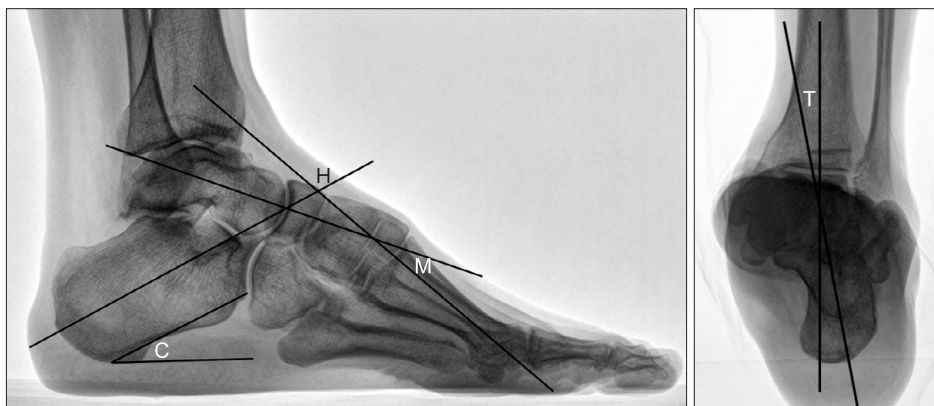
Plain weight bearing lateral radiograph shows the Meary angle (M), Hibb's angle (H), calcaneal pitch angle (C), and tibio-calcaneal axis angle (T).
